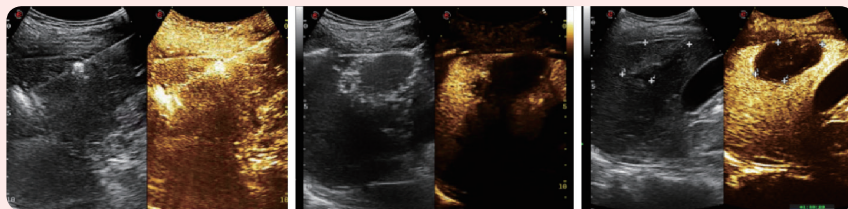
超声造影引导下肝肿瘤射频消融、术后即刻及术后 1 周超声造影评估
